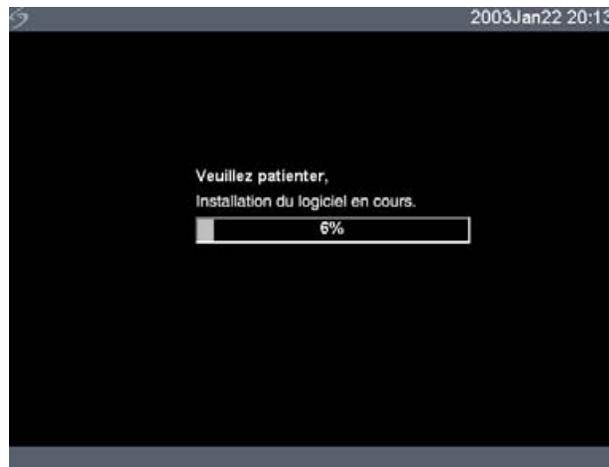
Installation du logiciel de l'échographe
